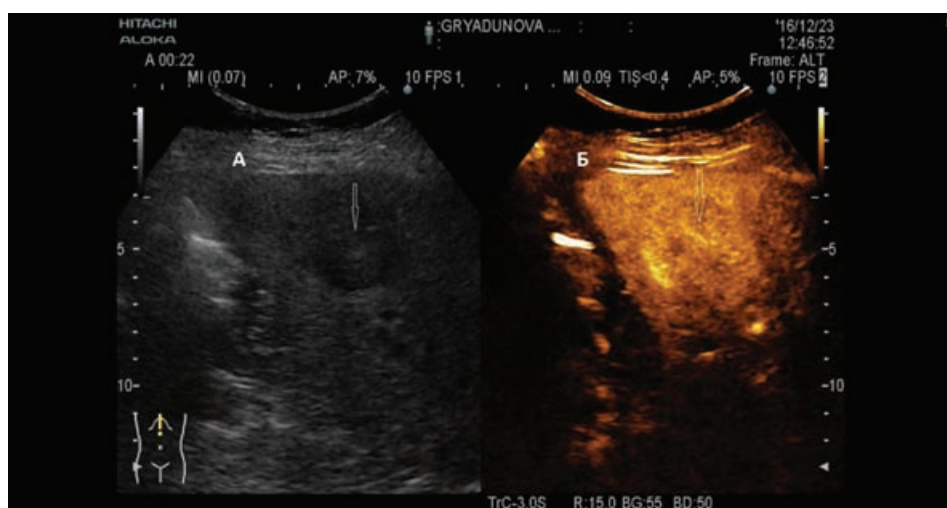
УЗИ печени с контрастным усилением. Визуализируется метастатический очаг (стрелка): А – серошкальный В-режим. Б – артериальная фаза контрастирования (22 с после внутривенного введения контрастного препарата SonoVue) – отмечается гомогенное накопление контраста в очаге
